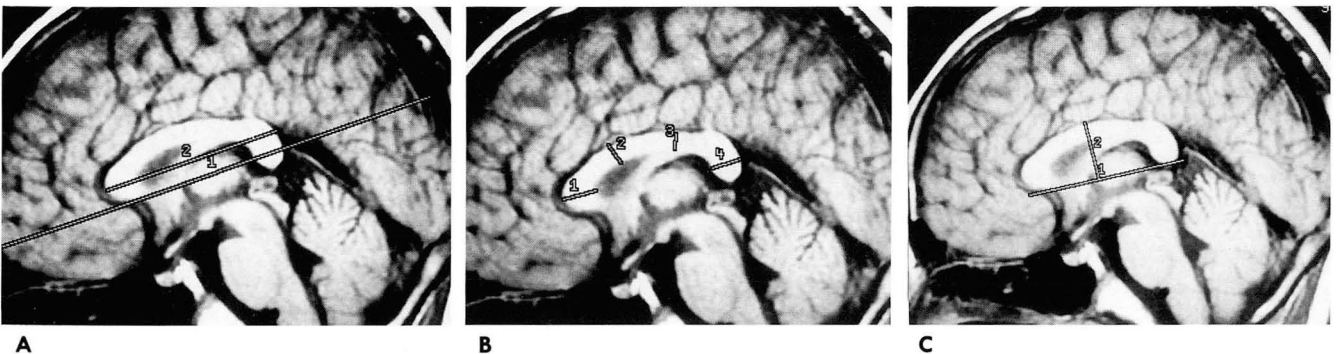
Midsagittal T1-weighted spin echo MR images (TR/TE = 550/16) of a 12 year old boy show the methods of measuring various portions of corpus callosum.
